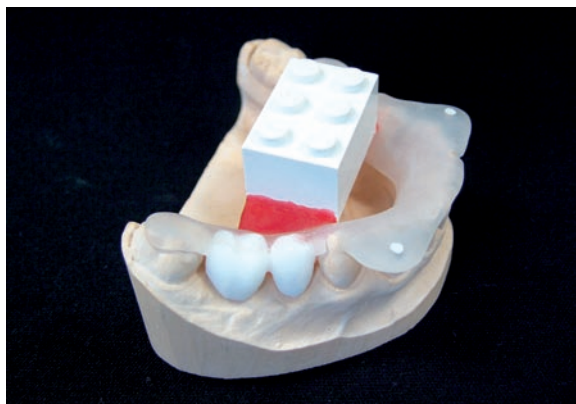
Röntgenschablone mit Referenzobjekt.
